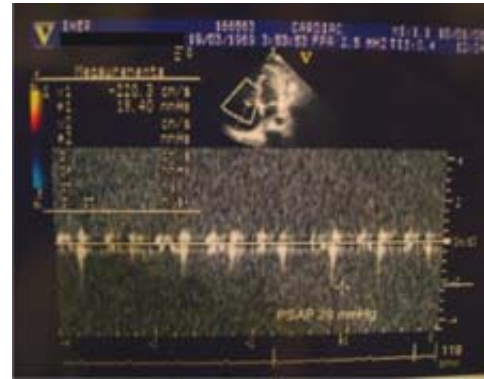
Ecocardiograma transtorácico treinta días después del tratamiento: Calcificaciones en parches e hiperrefringencia. Hipertensión arterial pulmonar leve.
